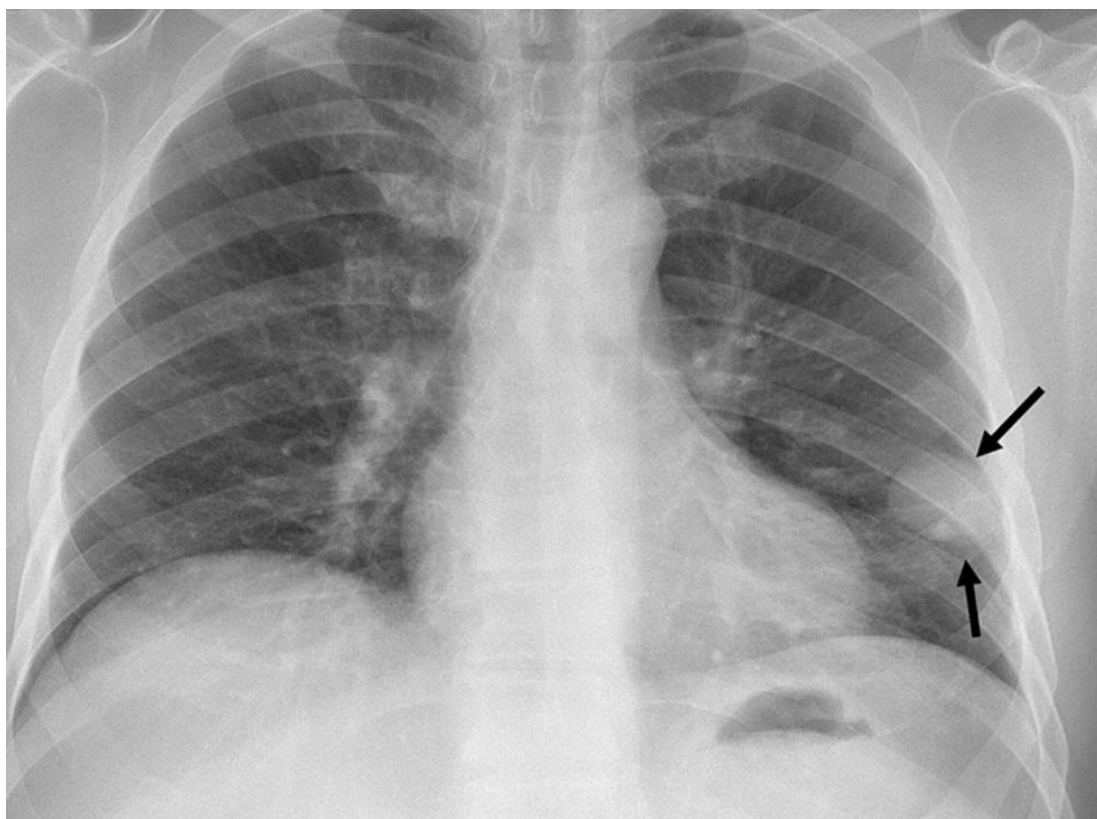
Рентгенограмма органов грудной клетки с визуализацией шаровидного образования округлой формы в проекции нижней доли левого легкого (указано стрелкой)
